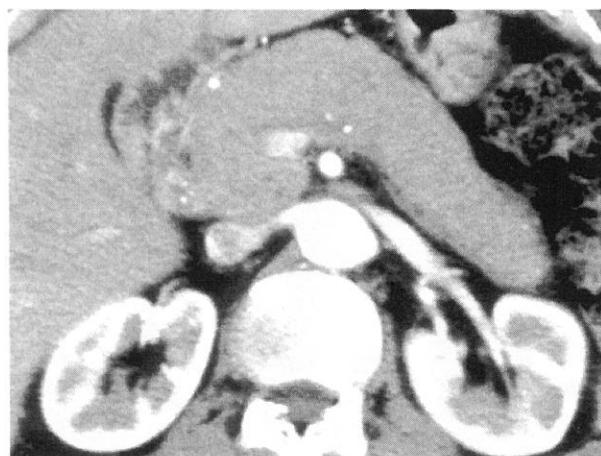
CT image of 70-year-old man with autoimmune pancreatitis
